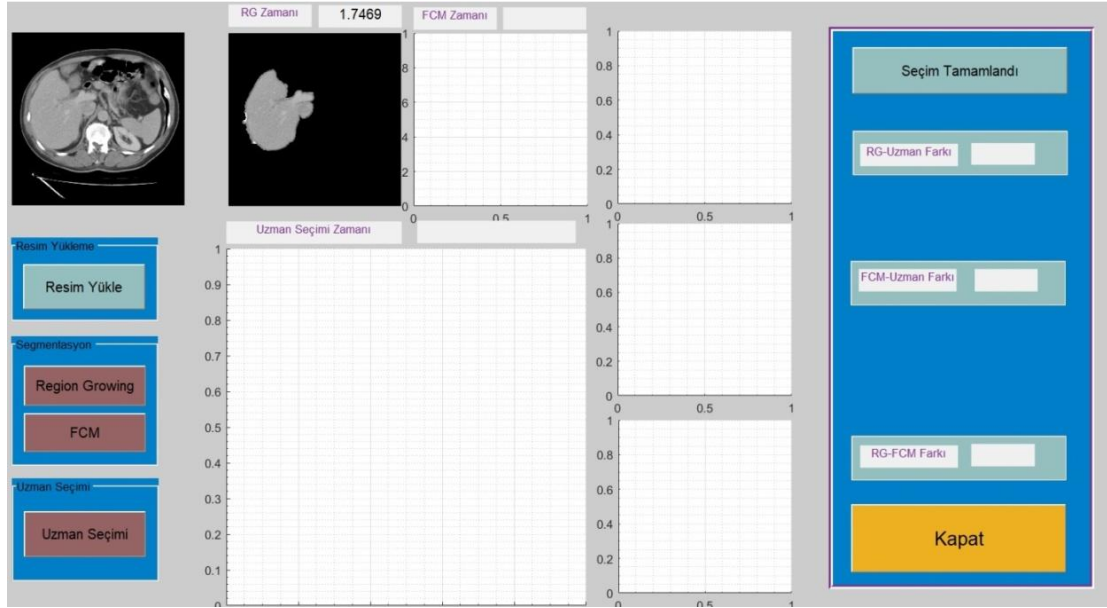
Geliştirilen uygulama yazılımı üzerinde BT görüntüsü yükleme
